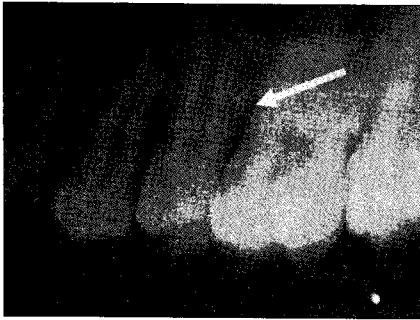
Periapical view at 19 months.
